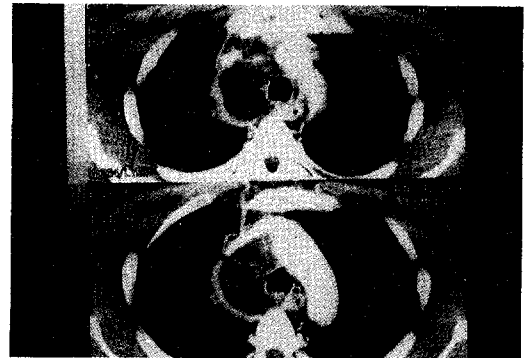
Chest CT scan at 5 days after first visit showing extensive spread of infection into mediastinal space.
